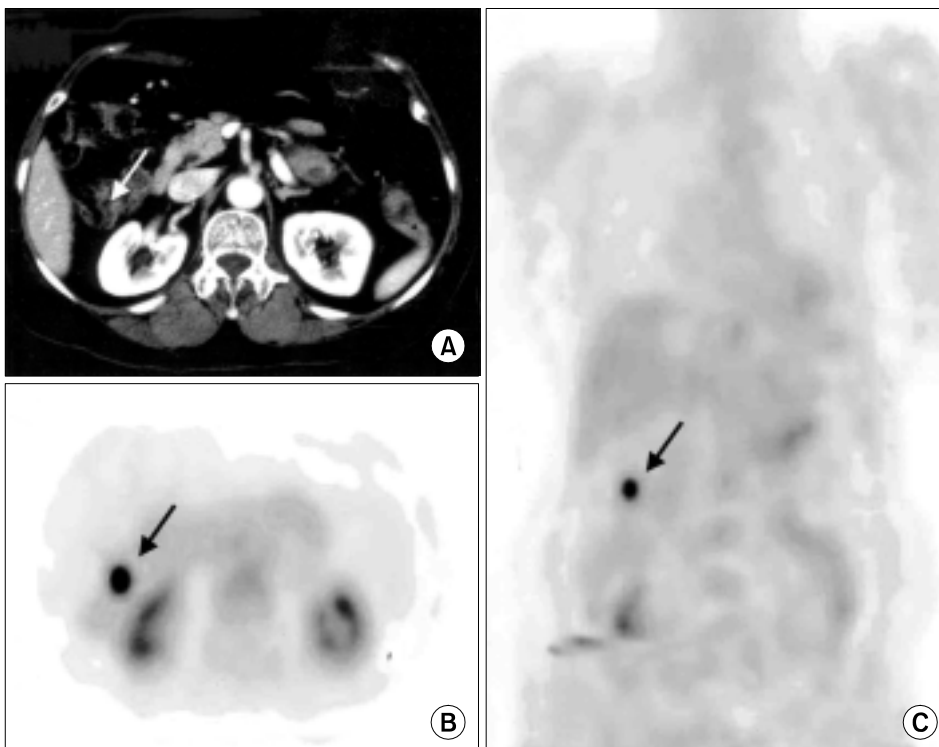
FDG-PET detected mesenteric lymph node metastasis which was false-negative in abdominal CT scan (A). (B) Transaxial view of FDG-PET shows hypermetabolic lesion. (C) Coronal view of FDG-PET (Case 2).
